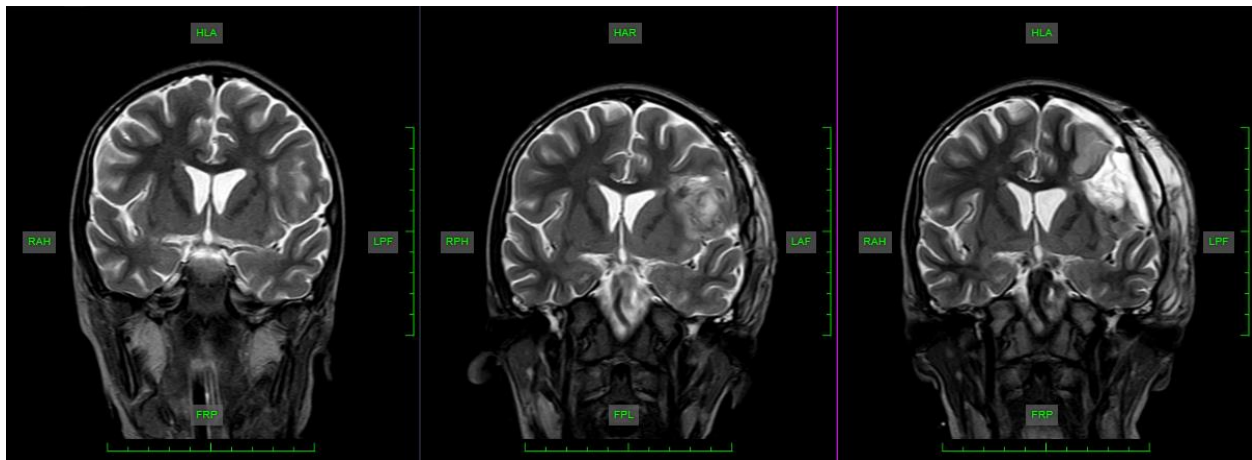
Resonancia magnética cerebral corte coronal. A. Lesión hiperintensa secuencia T2 en giro frontal medio e inferior izquierdo. B. Residuo displásico perilesional luego de lesionectomía frontal izquierda. C. Cambios postquirúrgicos del segundo tiempo luego de lobectomía frontal izquierda.
